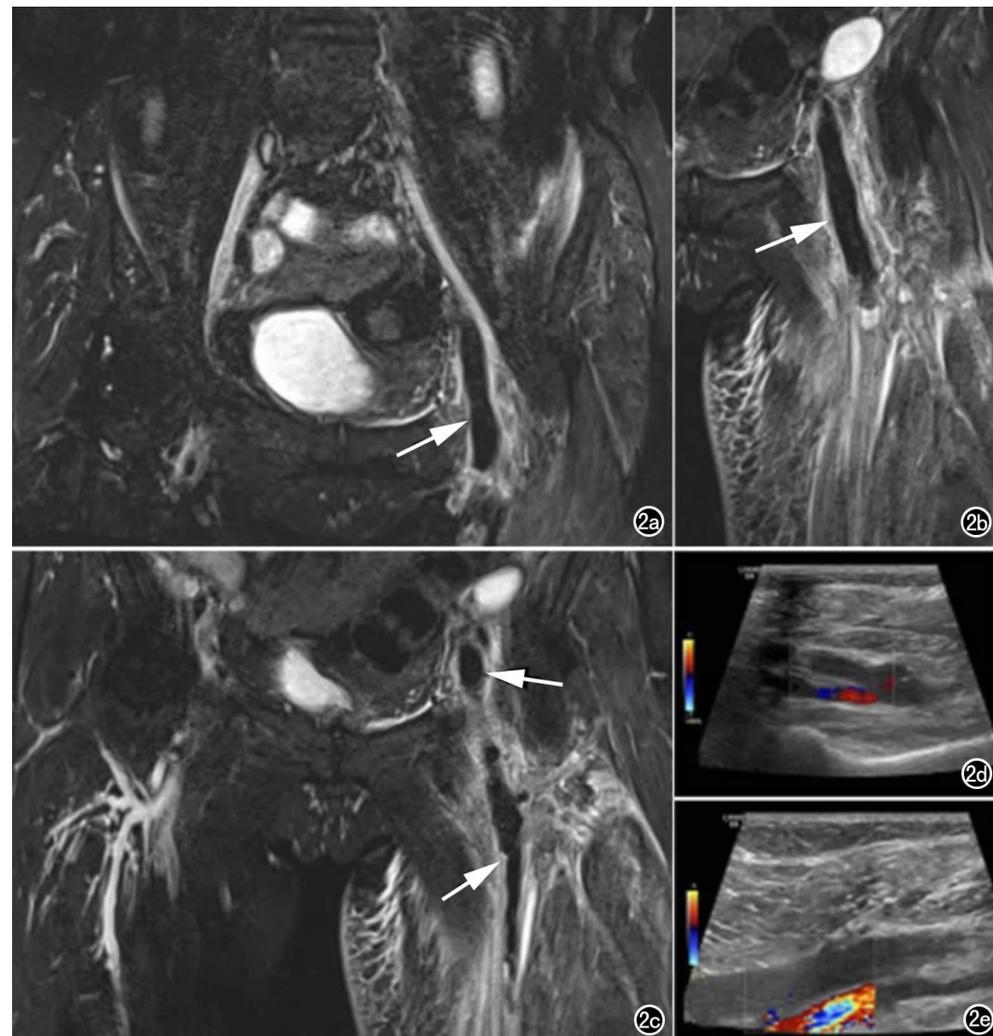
患者,女,54岁,左侧下肢水肿。a) SPACE 图像显示极低信号的血栓位于扩张的髂静脉(箭); b) 血栓位于股总静脉(箭); c) 血栓位于股总静脉和股静脉(箭); d) 超声示股总静脉无血流信号; e) 超声示股静脉无血流信号。
